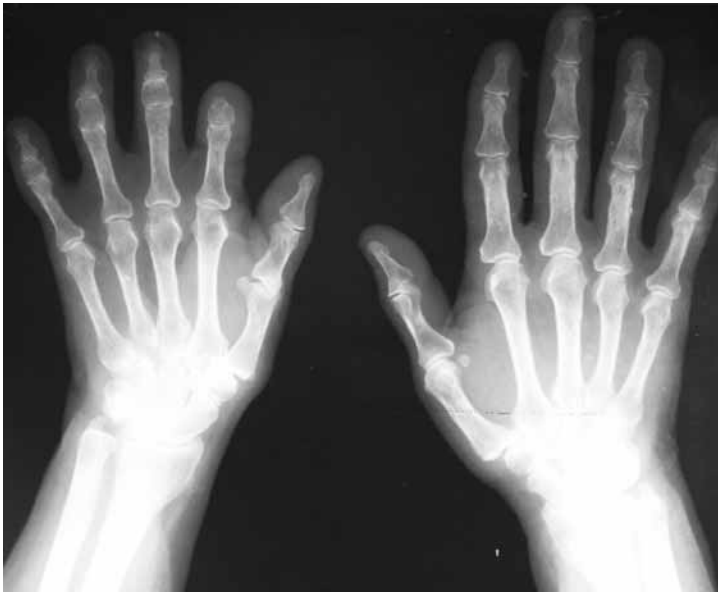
Radiografía de manos en la que se observa hipoplasia de mano y de la falange media de los cinco dedos, y ausencia de la falange distal del segundo dedo
